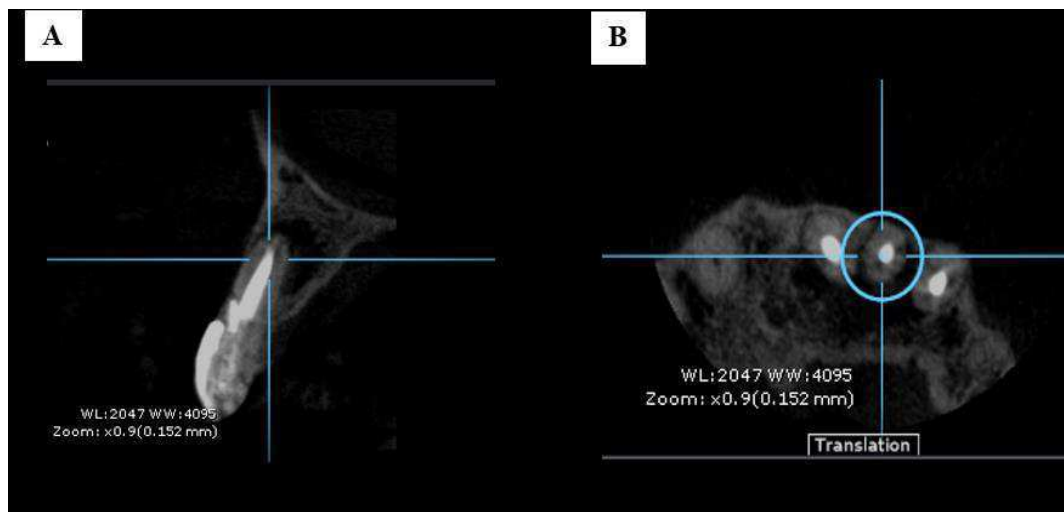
Tomografia computadorizada de feixe cônico. A: Corte sagital evidenciando neoformação óssea na região palatina. B: Corte axial evidenciando neoformação óssea na região palatina.
